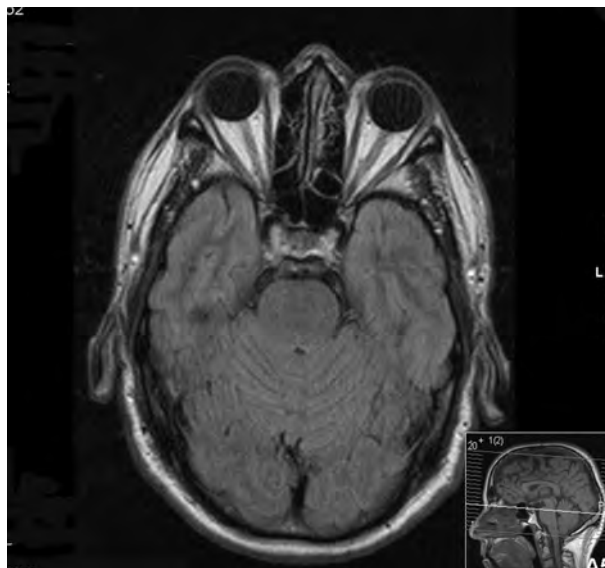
Resonancia magnética con corte axial en la base del cráneo.
